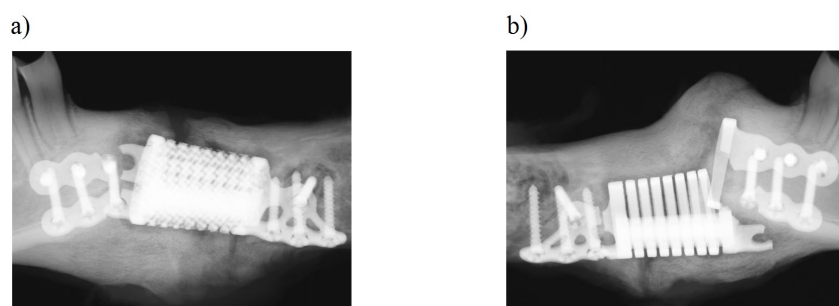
Radiographie des hémimandibules provenant de la brebis 00007.
